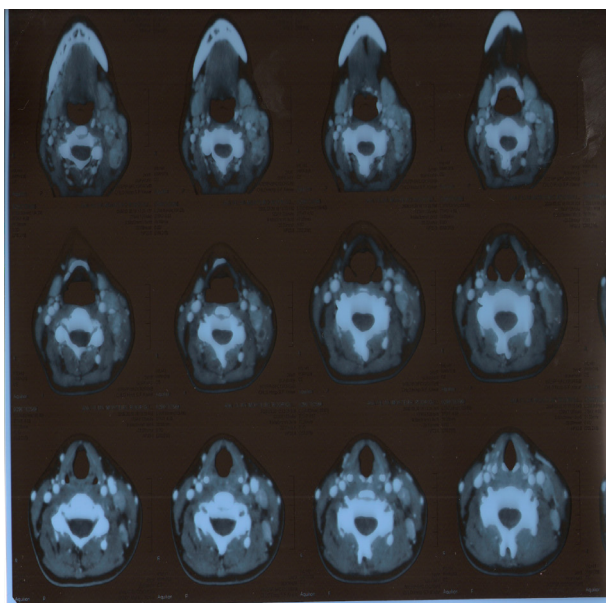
TAC Pescoço - Múltiplas adenopatias cervicais supra e infratiroideias, com predomínio esquerdo, com necrose central e hiper captação de contraste á periferia.
